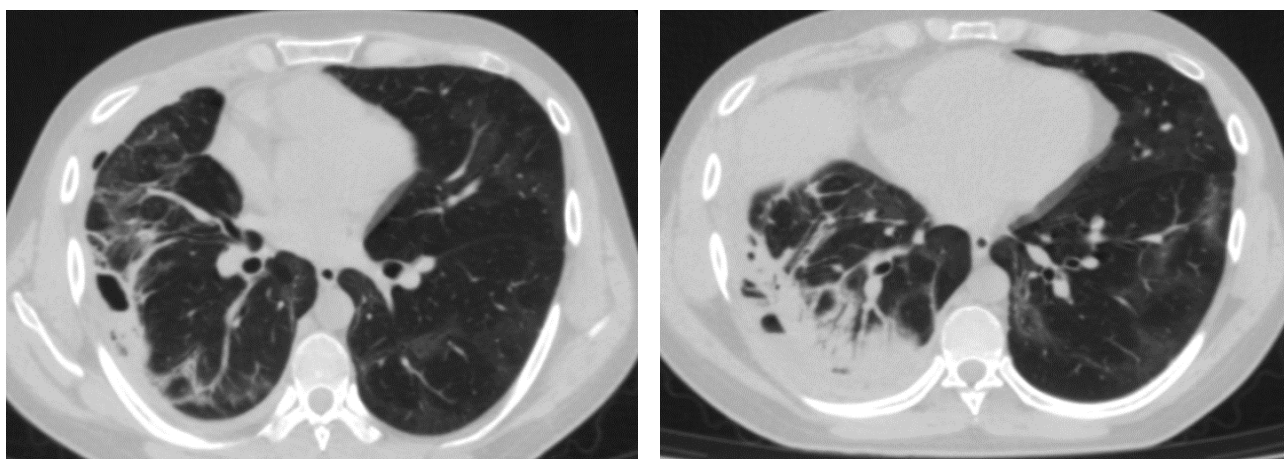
В левом легком, преимущественно в кортикальных отделах, определяются умеренно выраженные поствоспалительные изменения. В S7, S8, S9 правого легкого на фоне воспалительной инфильтрации между листками утолщенной до 7 мм паракостальной плевры определяется скопление жидкости толщиной слоя до 31 мм с включением газа. КТ-картина бактериальной пневмонии, осложненной эмпиемой плевры.
